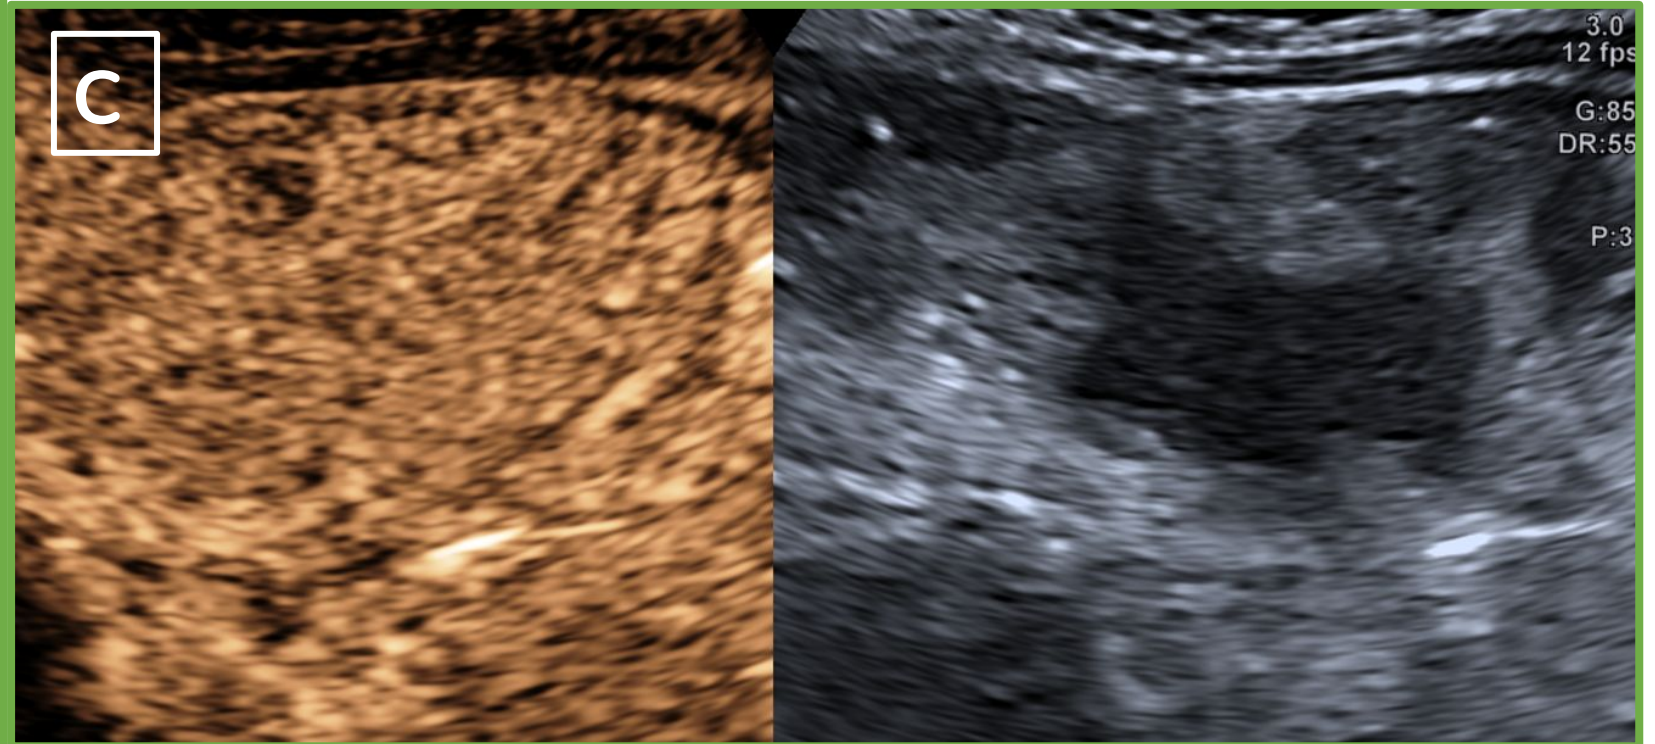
A. En modo B apreciamos 2 fístulas enteromesentéricas que terminan en una masa inflamatoria hipoecoica de bordes mal definidos, de localización interasas. B. Presenta flujo doppler color en la perifería. C. Tras la administración de contraste ecográfico se objetiva realce homogéneo de toda la lesión. Hallazgos compatibles con FLEMÓN.
